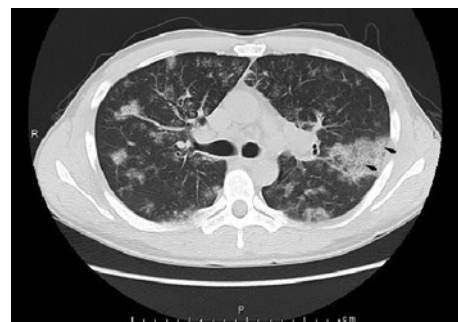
Chest CT showing patchy infiltrates with thickening of septa (arrows) in both lungs.
